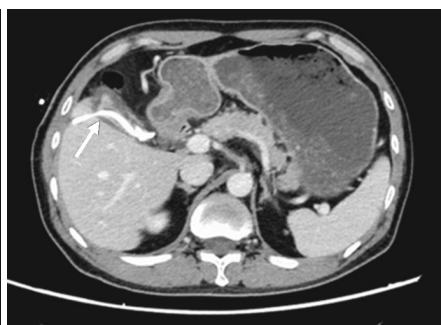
增强 CT 示胆囊造瘘术后胆囊体积变小,可见引流管(箭头示)
